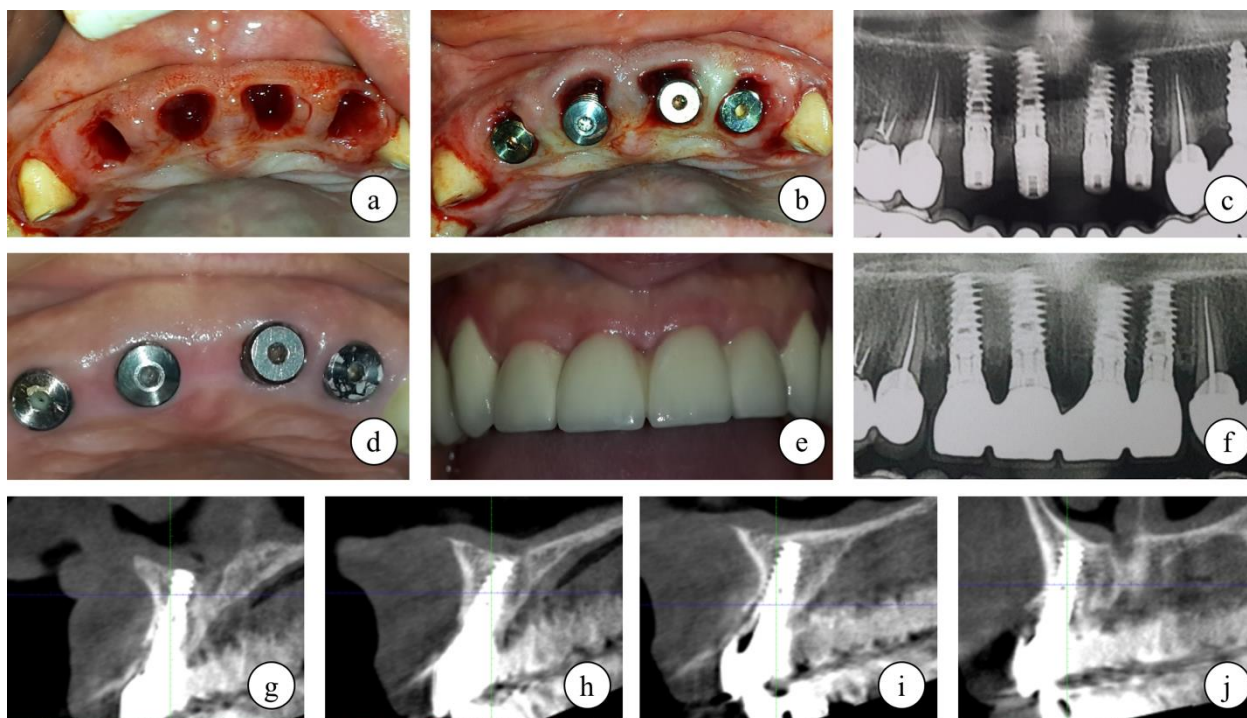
Instalarea imediată a implantelor într-o ședință chirurgicală fără lambou și fără grefare prin metoda elaborată: aspectul postextracțional (a); după instalarea imediată, spații între implant și peretele alveolei (b); fragment din OPG postoperatorie (c); aspectul țesuturilor la finele vindecării (d); aspectul postprotetic (e); fragment din OPG postprotetic (f); secțiuni din CBCT la 3 ani postprotetic (g, h, i, j).
